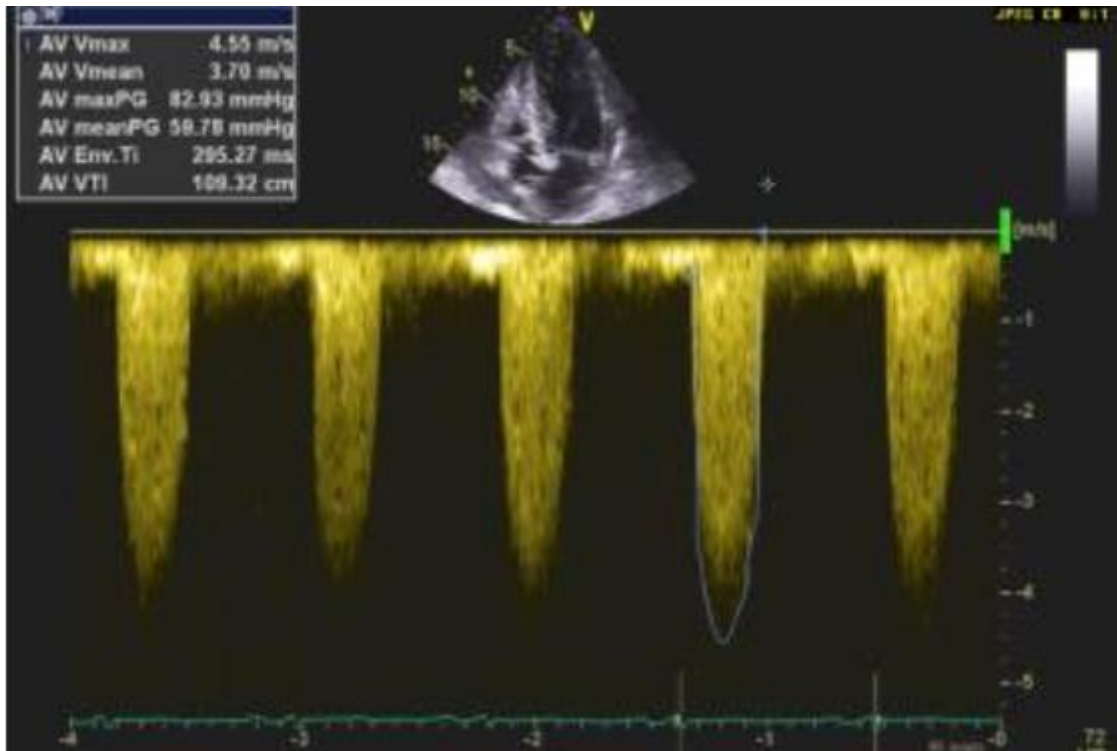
5-Kammer-Blick in der transthorakalen Echokardiographie (TTE), Messung der Blutgeschwindigkeit über der Aortenklappe (Aortic Valve, AV) durch kontinuierlichen (continuous-wave, CW) Doppler, Ermittlung der mittleren und maximalen Druckgradienten
